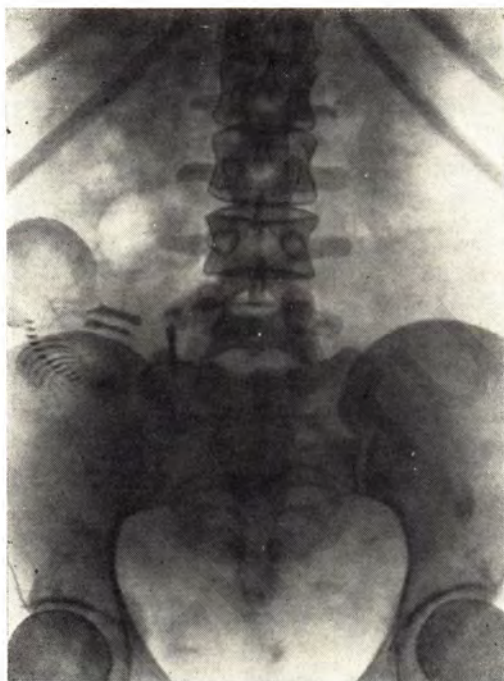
Прямая обзорная рентгенограмма живота беременной. Тень скелета одного маленького плода соответствует 19—20 нед беременности в тазовом предлежании. Плод расположен над правым крылом подвздошной кости на удаленном расстоянии от матки.
